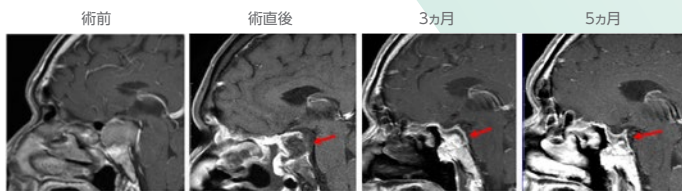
DuraGen®留置部位のMRI所見の経時的変化(経鼻手術)
